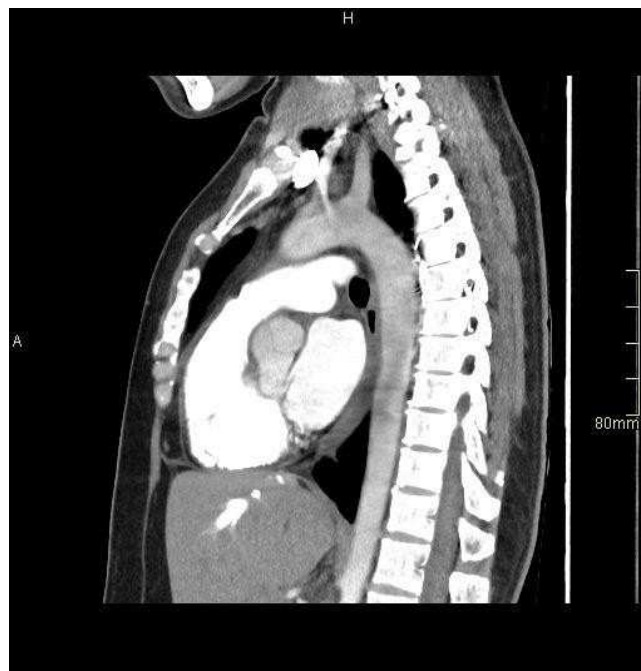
MPR sagittale di una sezione TC del torace con mdc
